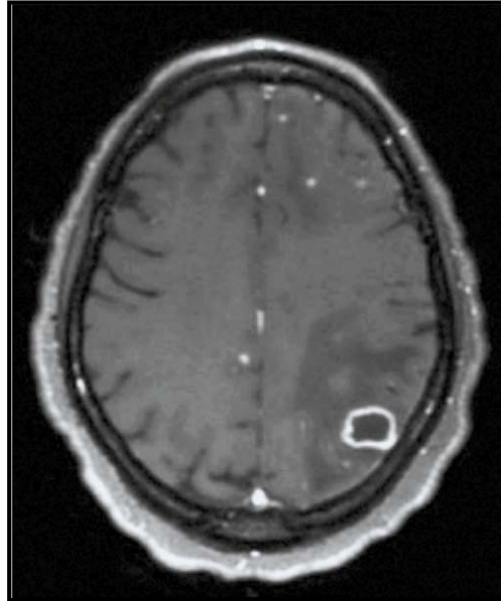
IRM cérébrale : Volumineuse lésion pariétale supérieure gauche, avec une paroi en hypersignal T1 spontané et un centre nécrotique, un rehaussement multi loculé et un œdème péri-lésionnel (Tuberculome cérébral) et multiples prises de contraste sous-corticales ou des noyaux gris centraux, du pont, du cervelet (86)
